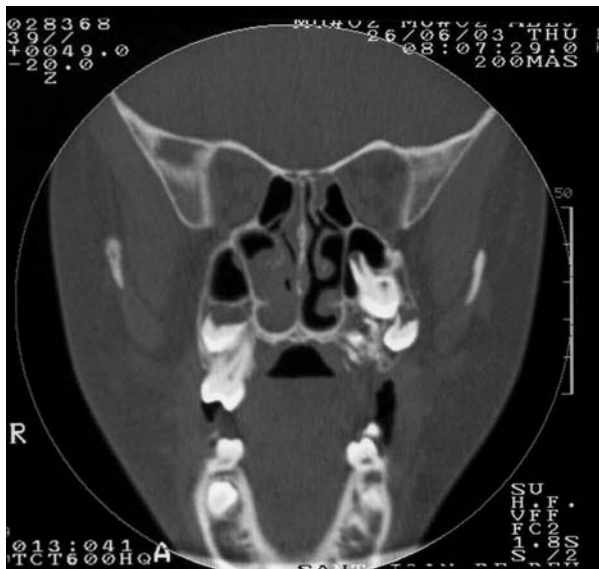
CT scan 2003 (9 years old). Coronal slice, severely impacted tooth 26 towards maxillary sinus and secondary ectopia of tooth 27.
